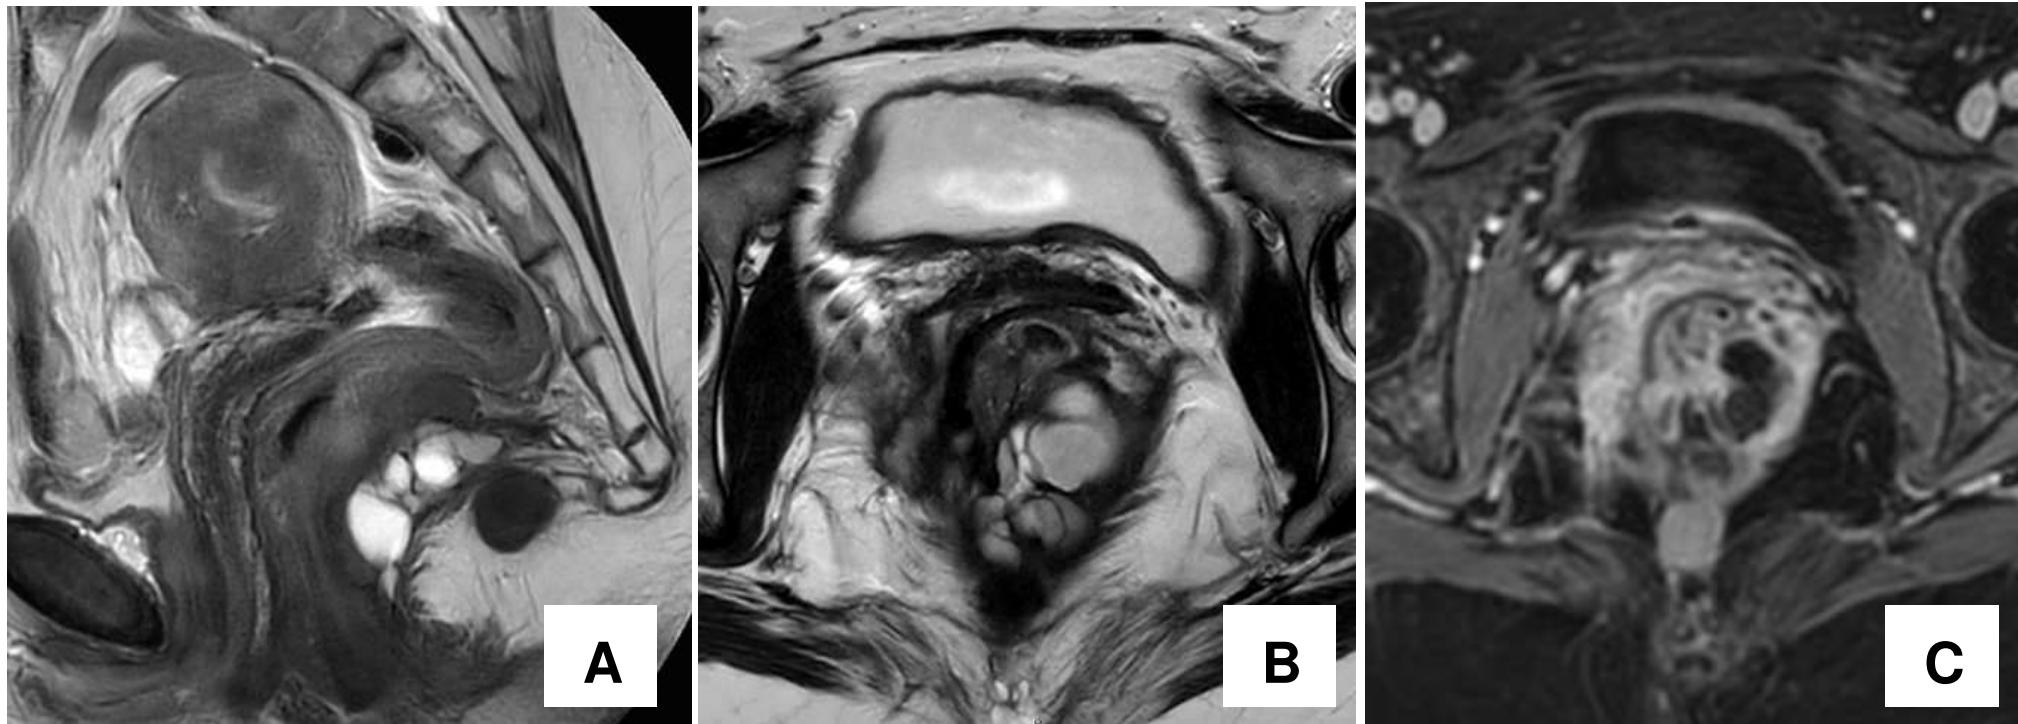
RM de recto: corte sagital (A) y axial (B) potenciados en T2 y axial poscontraste (C) en paciente con lesión quística presacra en seguimiento. Se observa verticalización del sacro, alteración de la grasa presacra y una lesión quística polilobulada presacra en contacto con la pared posterolateral izquierda del recto medio, sin contenido graso, sin restricción de difusión ni realce, con marcada hipointensidad en su periferia con realce en fases tardías de aspecto fibrótico. Lesión compatible con hamartoma quístico retrorrectal.
